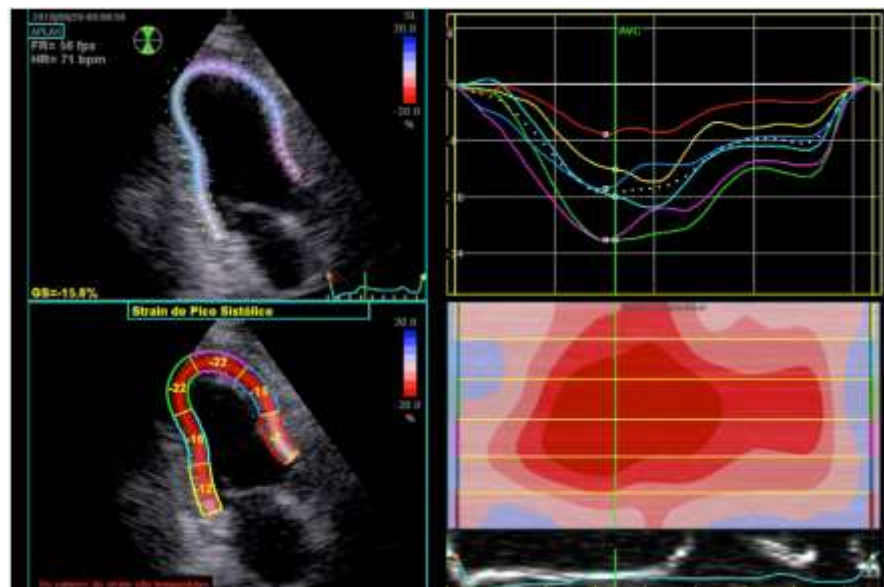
A análise da deformação miocárdica para obtenção do índice de *strain* longitudinal. Serviço de Ecocardiografia HC-Unicamp
